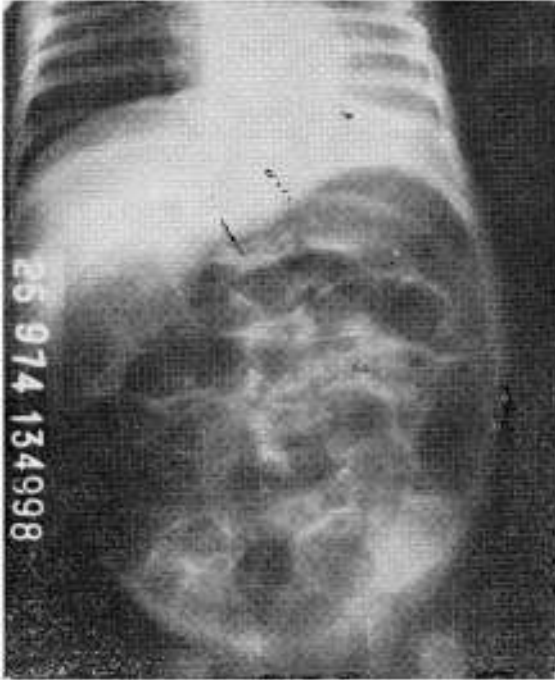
Radiografía de abdomen en decúbito dorsal, mostrando la gran distensión de delgado y colon, sin exudado peritoneal (íleo paralítico).
